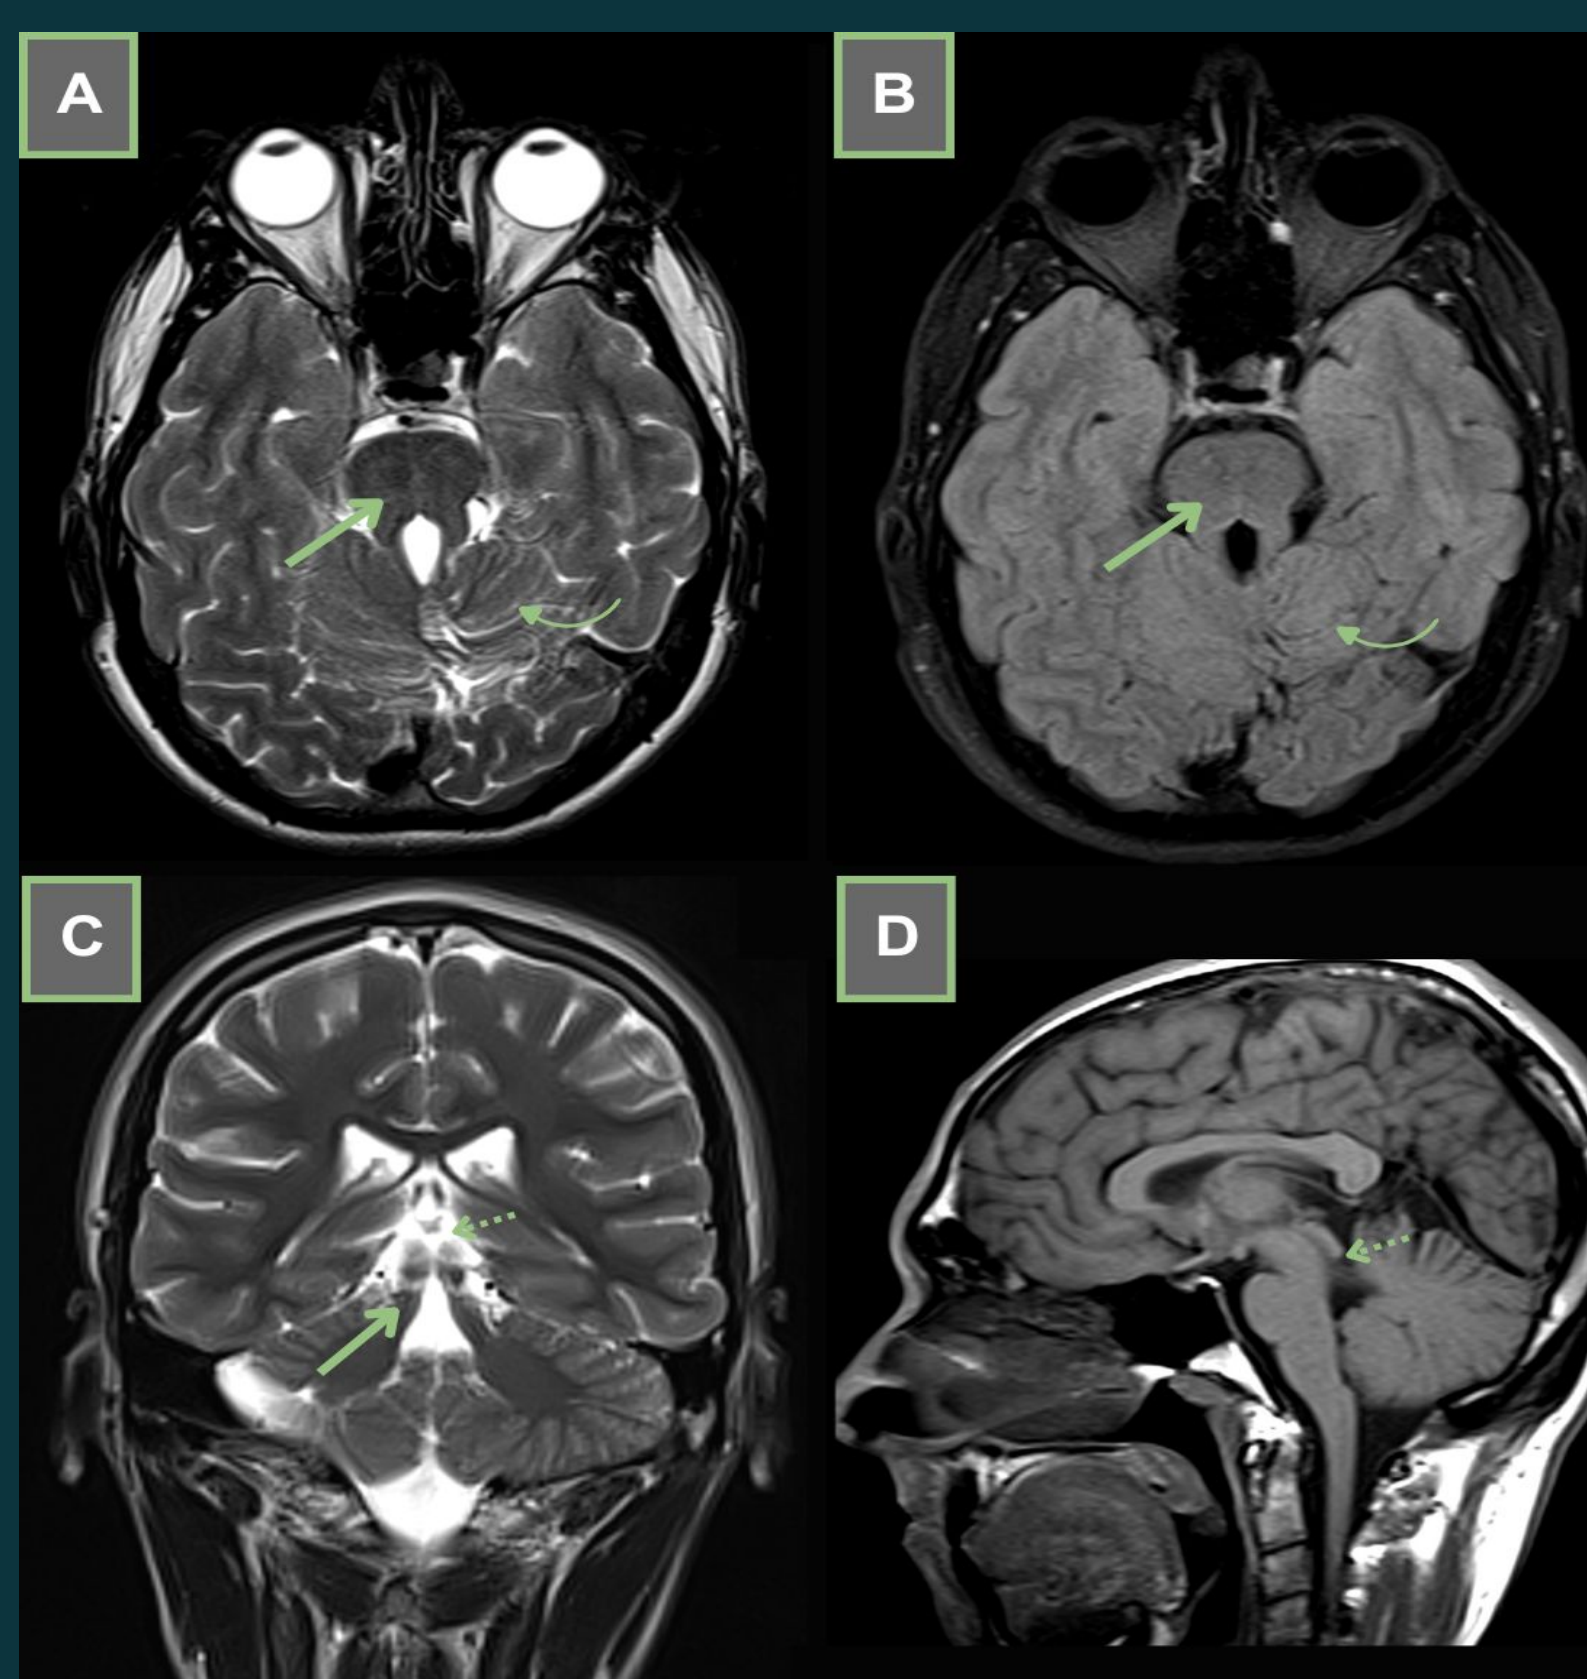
RM con secuencias axiales en T2 y FLAIR (A y B), coronal T2 (C) y sagital T1 (D), donde se observa deformación de los pedúnculos cerebelosos superiores, de morfología alargada, engrosados y prominentes que dan una apariencia en “diente molar” (flecha), visualizándose además ausencia parcial de incisura tentorial (flecha punteada) con leve ascenso y alteración morfológica de la región superior del vermis (folias lingular-central) (flecha curva). Leve deformación superior del cuarto ventrículo.
